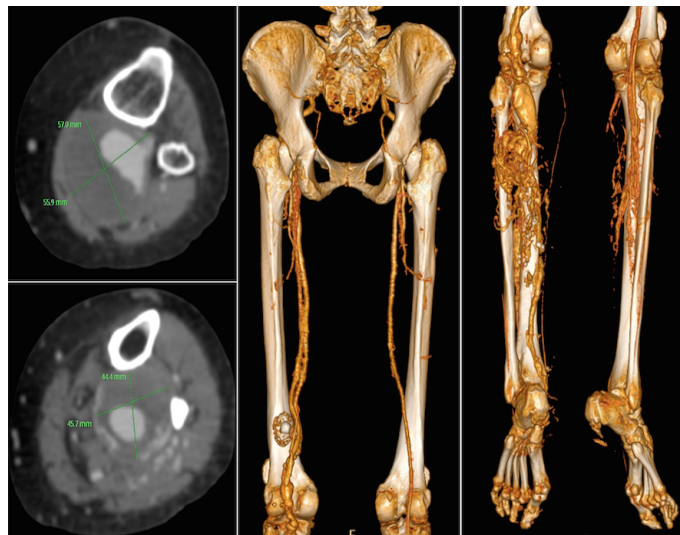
Angiotomografia das artérias dos membros inferiores (ANGIOTOMOGRAFIA, 2015).
